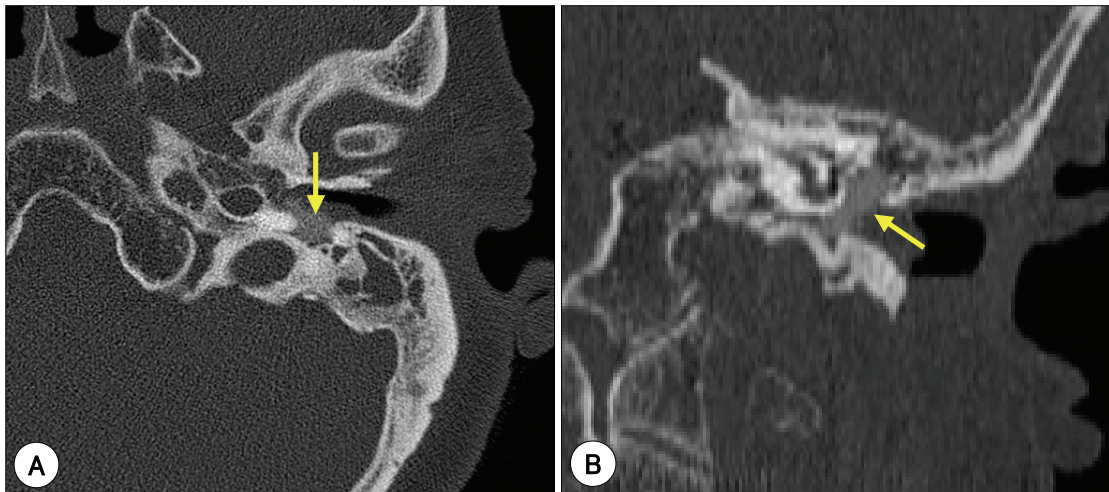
Temporal bone computed tomography, axial (A) and coronal (B) views, of soft tissue density consistent (arrow) in the middle ear cleft and aditus ad antrum.
